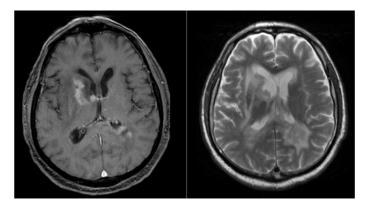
МРТ головного мозга с внутривенным контрастированием от 07.11.2023. Заключение: Картина энцефалита с признаками абсцессов правой внутренней капсулы и у левого заднего рога с отрицательной динамикой по сравнению с предыдущим исследованием MPT с выраженными признаками активности процесса Figure 4. MRI of the brain with intravenous contrast from 07.11.2023. Conclusion: MRI encephalitis picture with the right internal capsule abscesses signs and the left posterior horn with negative dynamics compared to the previous MRI study with process activity signs
